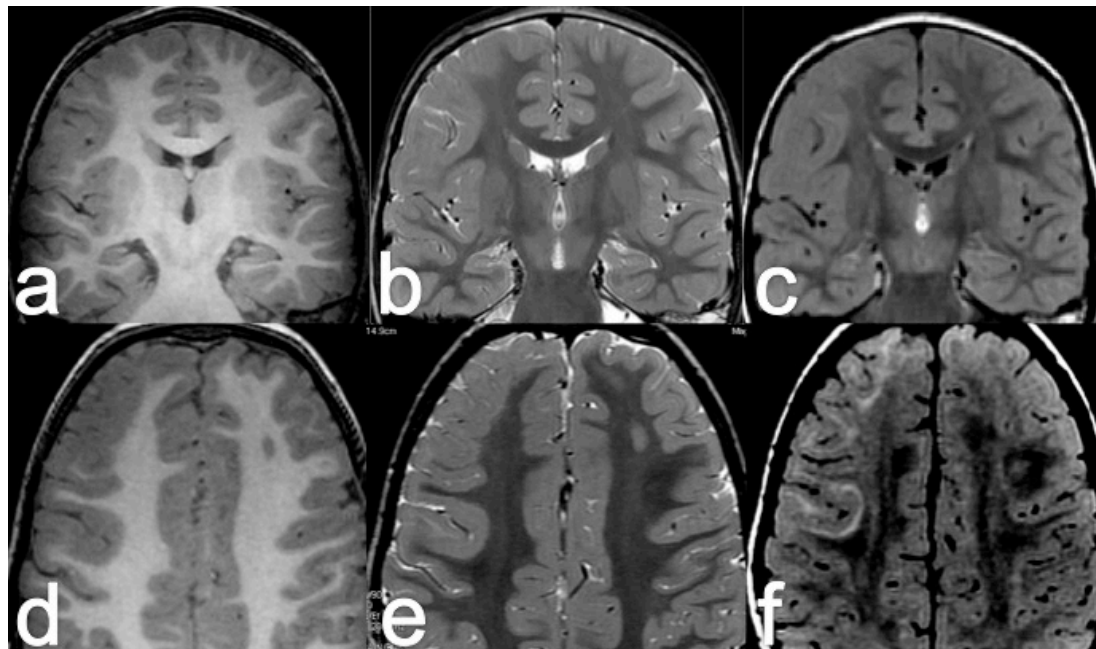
Engrosamiento cortical en una DCF extensa frontal derecha. Los cortes coronales realizados con el protocolo de epilepsia con secuencias T1 (a), T2 (b) y FLAIR (c) muestran engrosamiento cortical con discreta BORR y señal isointensa con la corteza contralateral en las tres secuencias. En la fila inferior el engrosamiento cortical es isointenso en las secuencia T1 (d), pero en los cortes axiales de 1 mm con secuencias T2 (e) y FLAIR (f) se observa, sobre todo en la secuencia FLAIR, una clara hiperintensidad yuxtacortical que contribuye en su mayor parte a la apariencia de ENGR en la secuencia T1 así como en las secuencias T2 y FLAIR realizadas con espesor de 3 mm (b y c).
